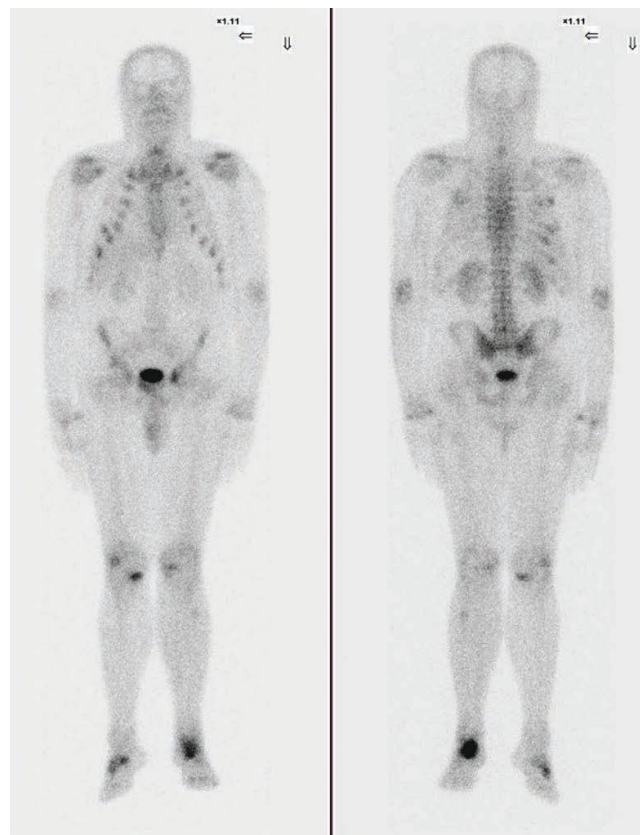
Сцинтиграфия костей скелета с ^{99m}Tc-Технефором. Очаги умеренной гиперфиксации РФП — в проекции задних отростков 6-го, 8–11-го ребер справа, верхней ветви левой лонной кости (ближе к вертлужной впадине), левой большеберцовой кости, обоих коленных суставов, костей свода правой стопы. Очаг интенсивного накопления РФП — в проекции левой пяточной кости
